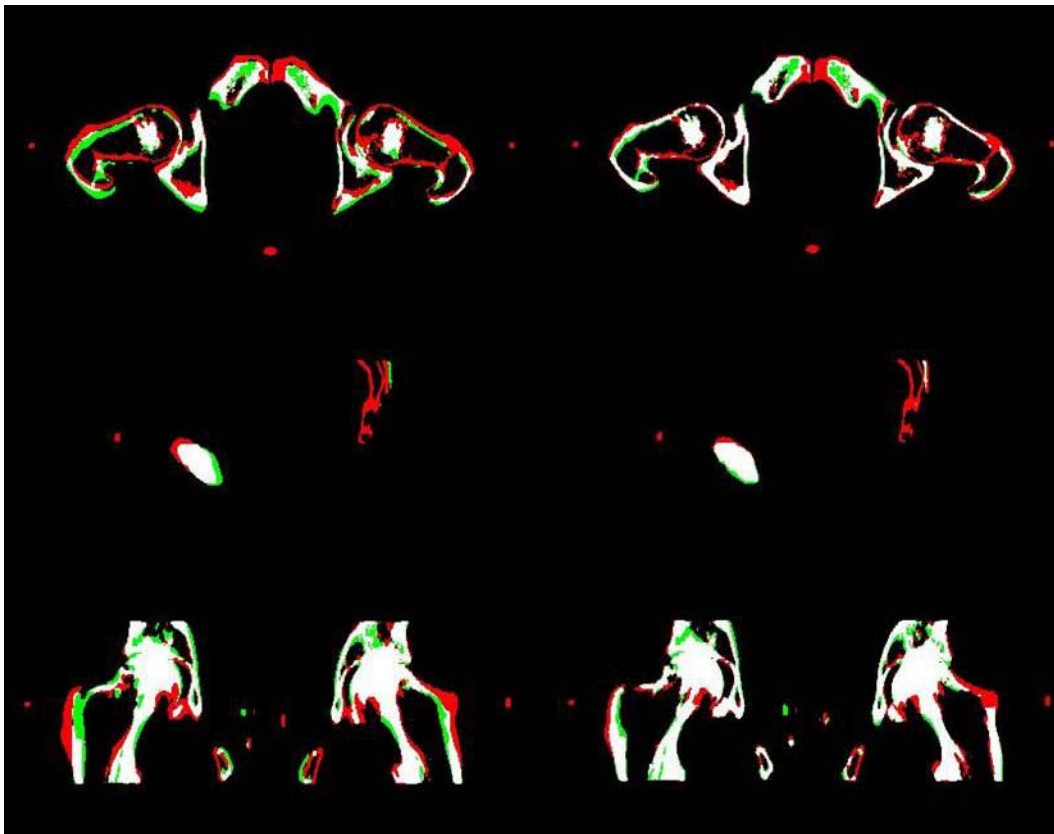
Ovenfra og ned vises et aksialt, sagittalt og koronalt CT-billedsnitt av pasienten.
